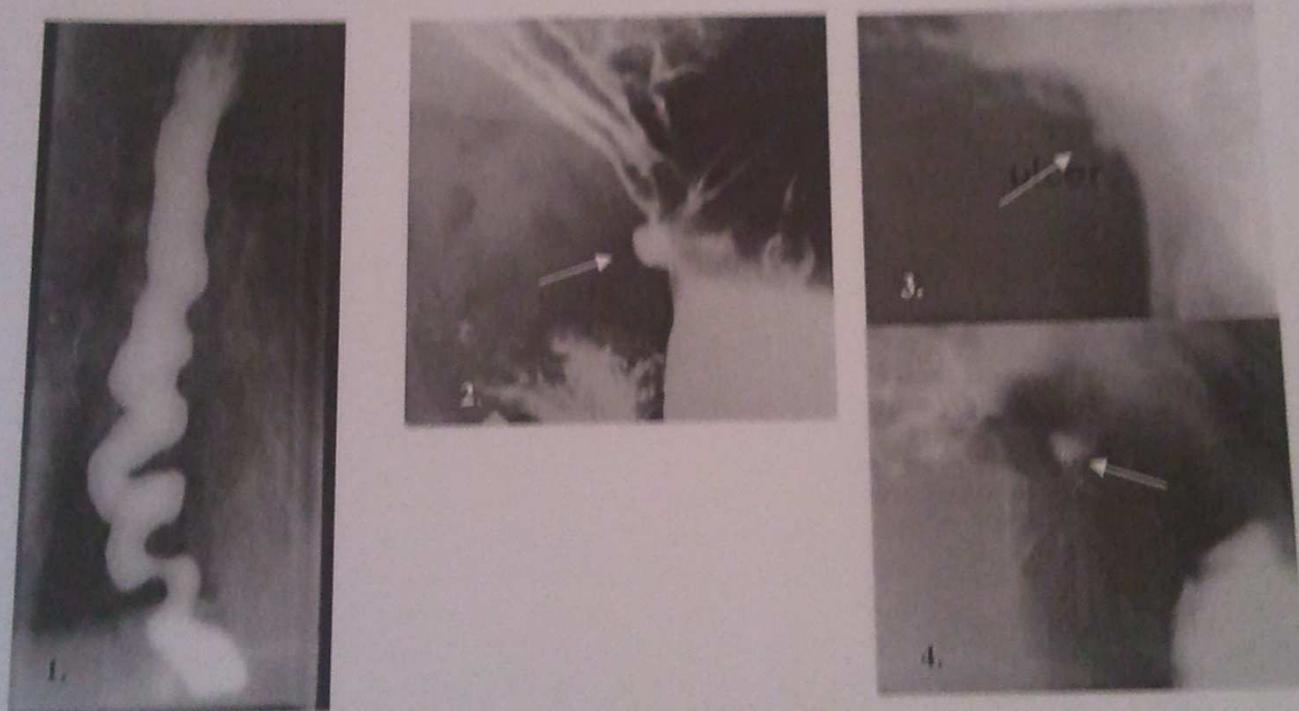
рентгенограмма контрастированного пищевода при удлинении просвета, 5.2 – симптом «ниш» на контуре, симптом ниша на рельфе (5.3) и на рельфе (5.4).
